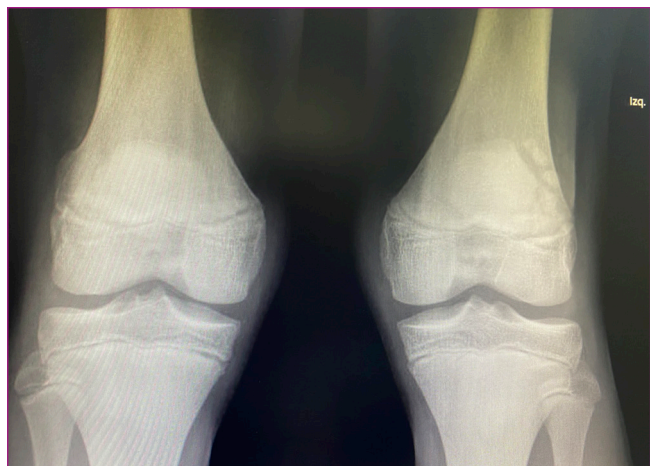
Radiografía anteroposterior de rodilla bilateral.
